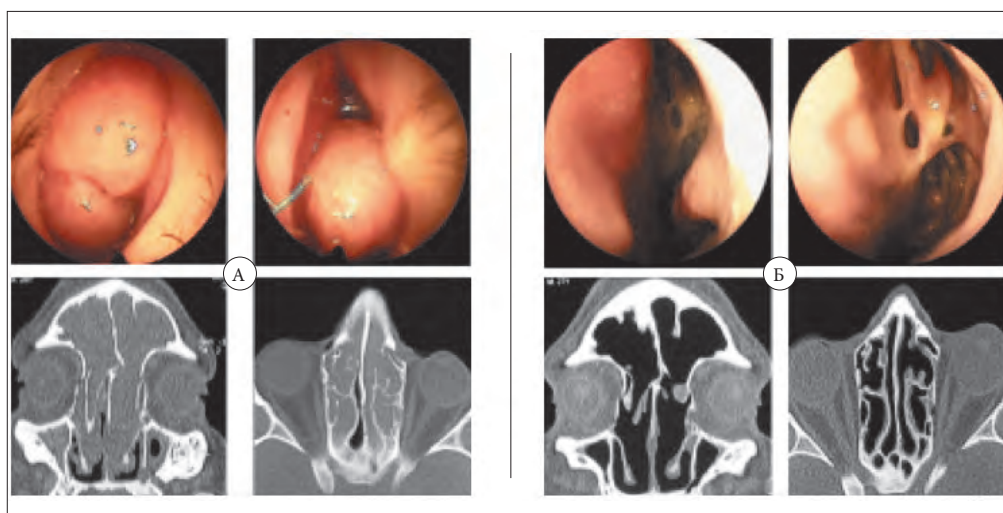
Эндоскопическая картина и КТ ОНП (коронарная и аксиальная проекции). А – до лечения: обтурирующие полипы в левой половине полости носа, тотальное снижение пневматизации ОНП и признаки остеита; Б – после лечения (операция и 6-месячный курс терапии кларитромицином): полипы отсутствуют, синехии в левой этмоидальной полости. ОНП воздушны, небольшое утолщение слизистой оболочки решетчатого лабиринта
